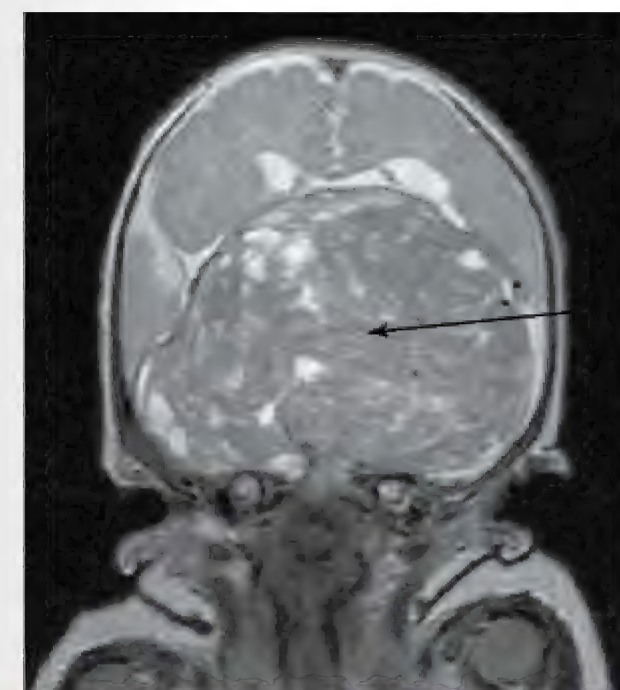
Imagem de ressonância magnética (RM) de um grande craniofaringioma (seta). (Cortesia de Dr. R. Shane Tubbs e do Dr. W. Jerry Oakes, Children's Hospital, Birmingham, Alabama.)
